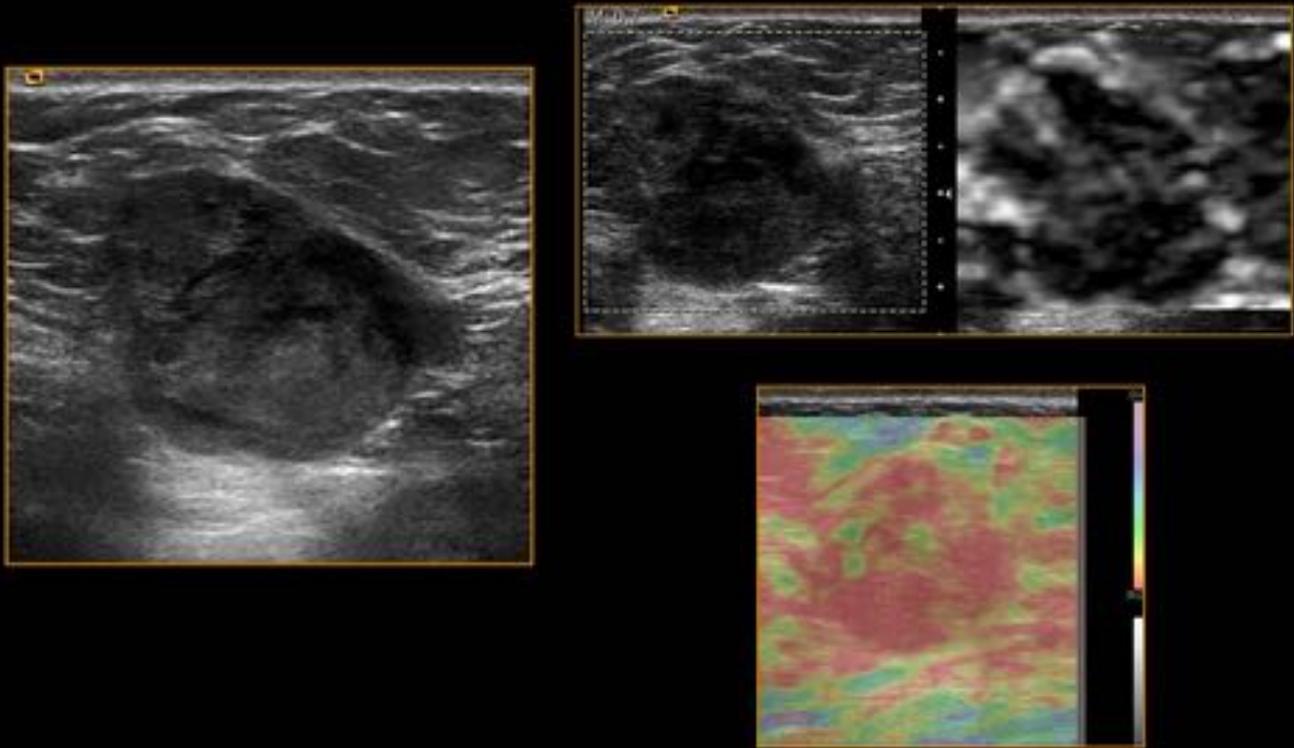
Lesión nodular discretamente heterogénea pero con áreas ecogénicas en su interior, de moderada dureza según la elastografía (strain: aumento de tamaño del elastograma con respecto a la imagen en modo B; color: predominio del rojo, sinónimo de dureza en esta escala). Se realizó biopsia con aguja gruesa guiada por ecografía con el resultado de carcinoma mucinoso.
